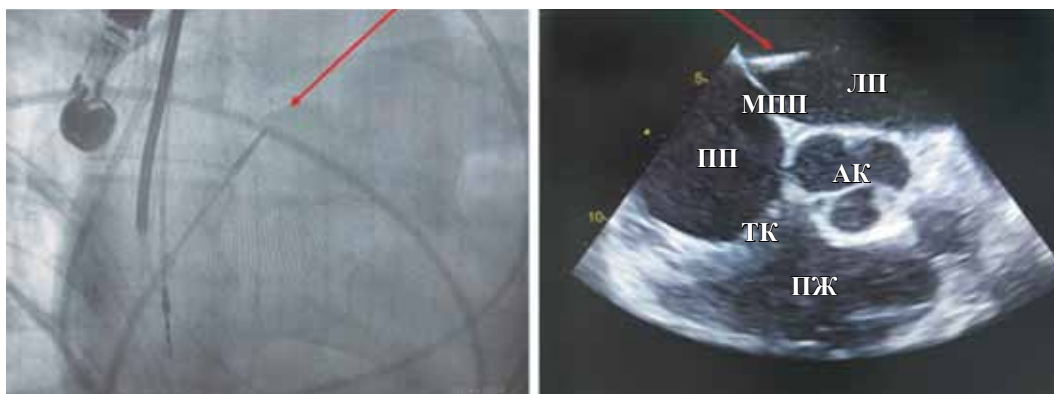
Транссептальная пункция левого предсердия и проведение в ее полость транссептального катетера (диаметр 8,5 F, красные стрелки) под визуальным контролем с помощью рентгеноскопической и эхокардиографической визуализации. АК – аортальный клапан; ЛП – левое предсердие; МПП – межпредсердная перегородка; ПЖ – правый желудочек; ПП – правое предсердие; ТК – трикуспидальный клапан
